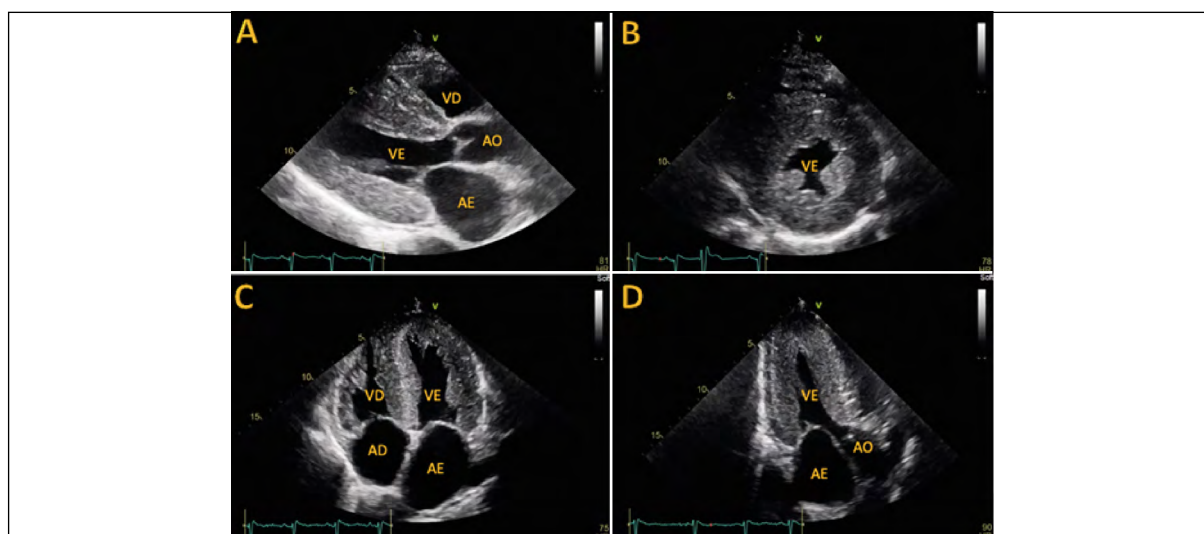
Imagens do ecocardiograma transtorácico de um paciente de 78 anos com o diagnóstico de amiloidose ATTR. A) Janela paraesternal longitudinal onde se observa o aumento importante da espessura das paredes do ventrículo esquerdo e o aspecto granular característico (*sparkling*). B) Janela paraesternal eixo curto onde se observa o aumento da espessura das paredes do ventrículo esquerdo e também dos músculos papilares. C) Janela apical quatro câmaras com aumento do volume dos átrios. O aumento da espessura ventricular também é observado no ventrículo direito. D) Janela apical três câmaras onde se percebe, novamente, o aumento difuso da espessura das paredes do ventrículo esquerdo com o aspecto granular do miocárdio (Fonte: arquivo pessoal dos autores)
